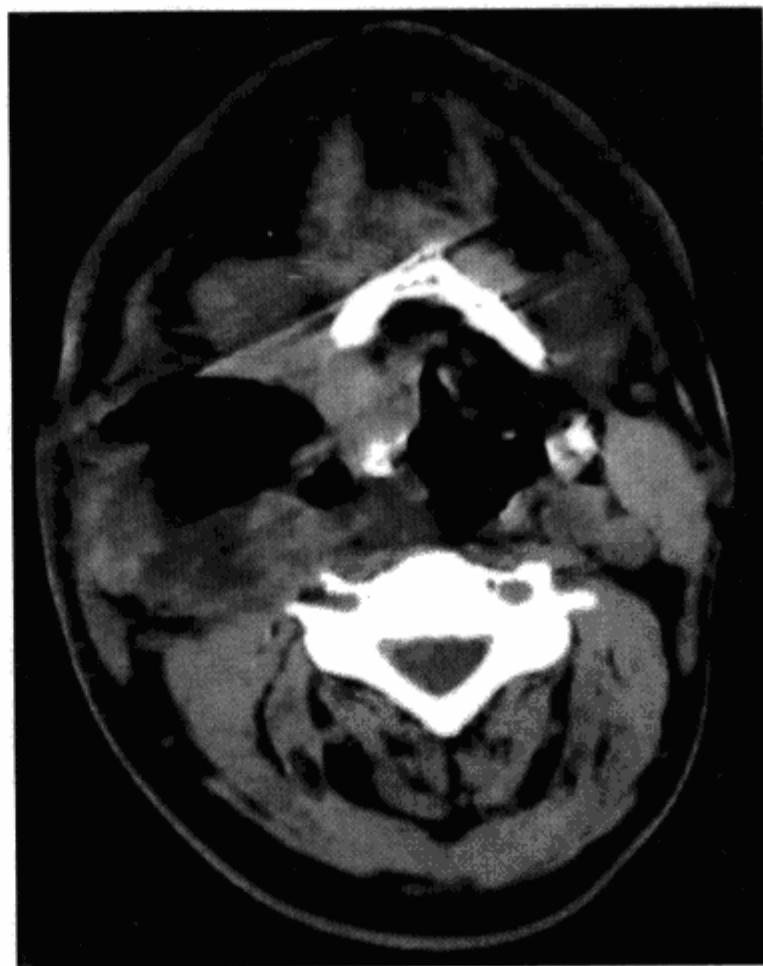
喉癌术后，咽旁间隙脓肿 男，57岁，喉癌术后，横轴位 CT 平扫示右侧咽旁间隙囊性肿物，囊内见低密度影和气体
